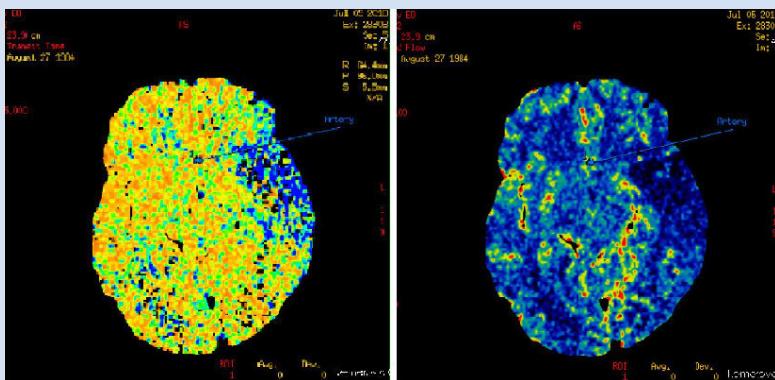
Перфузионное КТ-исследование головного мозга (слева синий цвет показывает зону «пенумбры», справа сине-черный цвет – участок некроза)
